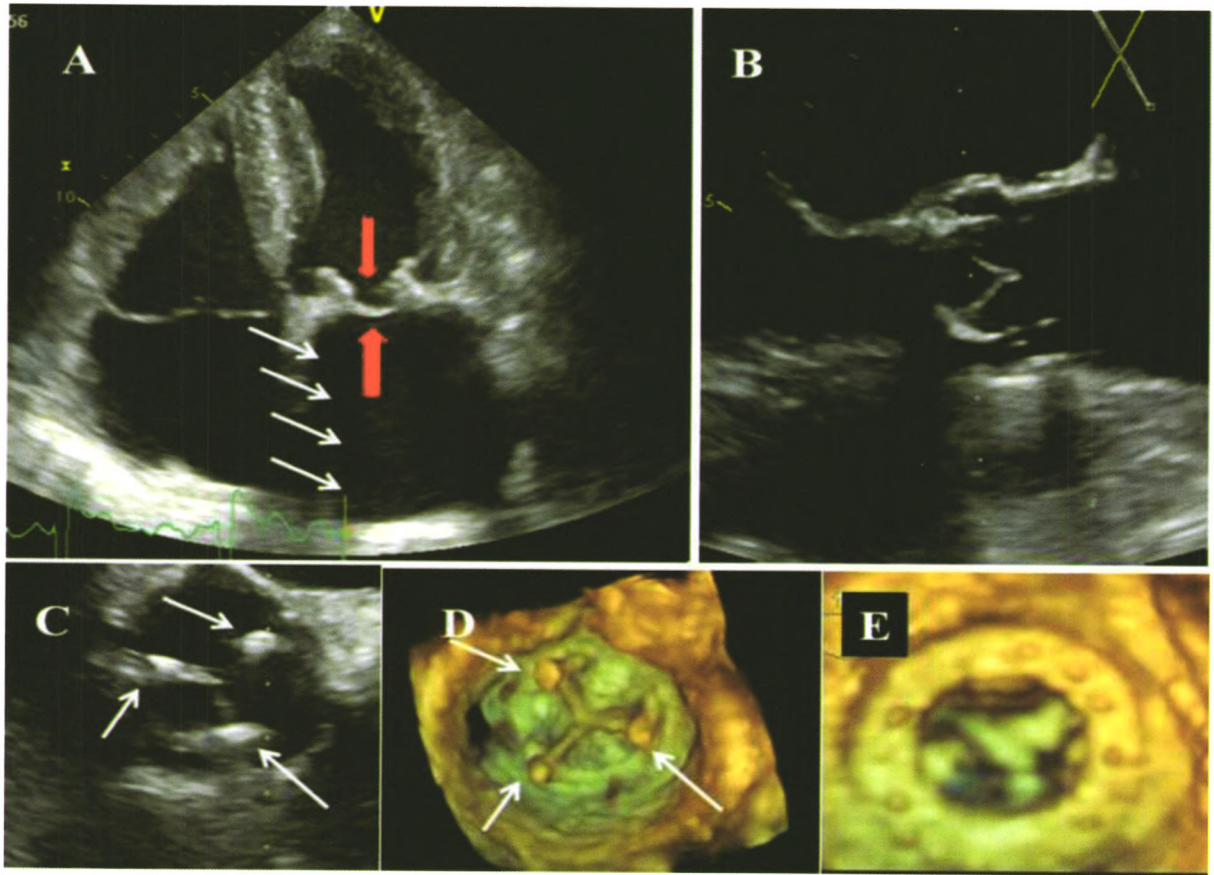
正常人工生物瓣膜的2D和3D经胸(TTE)与经食管超声心动图(TOE)图像 A:二尖瓣位置正常人工生物瓣膜的2D TTE显像;连接瓣叶的瓣架呈强反射导致声影(箭头处)。但声影的强度比机械性瓣膜低。其中一瓣叶的心室侧和心房侧显示良好(中央箭头处); B:主动脉瓣位置正常人工生物瓣膜2D TOE在120°时的舒张期显像;瓣架显示良好导致断续的声影遮蔽,在长轴切面可清晰显示两个瓣叶的主动脉侧和左心室侧; C:主动脉瓣位置正常人工生物瓣膜从主动脉侧观察的舒张期2D TOE 45°显像。在1点、5点和10点位置显示瓣叶附着的人工瓣架的三个立柱和瓣叶的关闭线; D:与C中同一图像的3D显像; E:二尖瓣位置正常人工生物瓣膜舒张期心房侧3D图像,详细显示人工瓣环和三个瓣叶的心房侧表面
